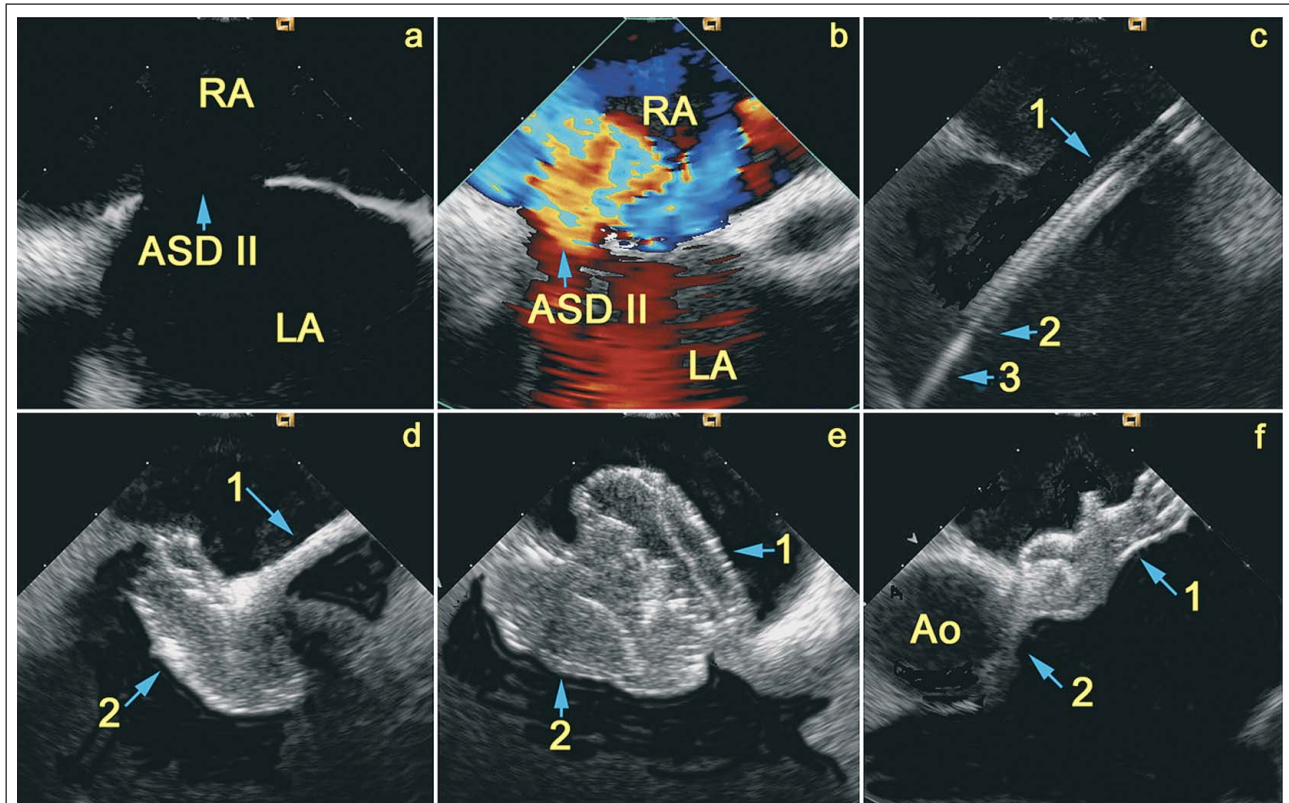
Mittels intrakardialer Echokardiographie gesteuerter Vorhofseptumverschluss. a: Vorhofseptumdefekt nativ; b: Vorhofseptumdefekt mit Links-Rechts-Shunt; c: 1: lange Schleuse; 2: distales Ende der langen Schleuse im linken Vorhof; 3: Führungsdraht in der Mündung der linken oberen Lungenvene; d: 1: Führungskabel mit Device; 2: linksseitiger Device-Anteil frei im linken Vorhof; e: 1: rechtsseitiger Device-Anteil; 2: linksseitiger Device-Anteil; f: 1: Device nach Ablösung vom Führungskabel; 2: keine Kompression der A. asc. durch das Device; ASD: Vorhofseptumdefekt; LA: linker Vorhof; RA: rechter Vorhof. Nachdruck aus [9].
